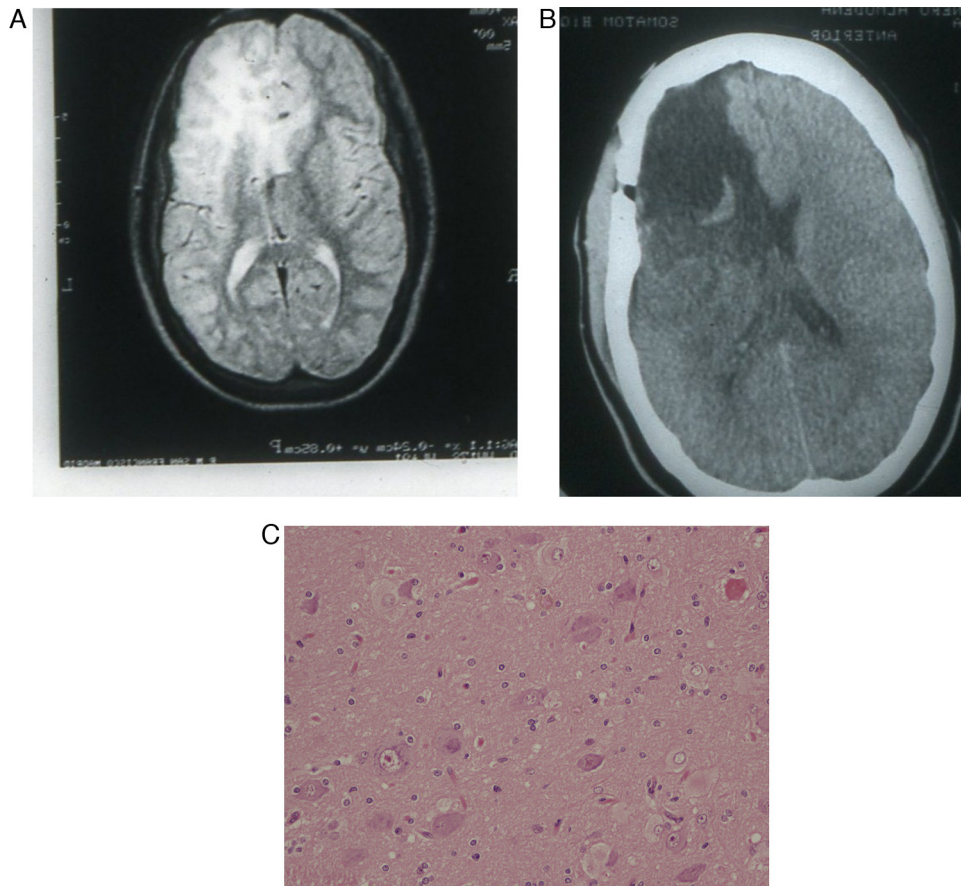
A) Corte axial de la RM en T2 que muestra una voluminosa tuberósidad que ocupa todo el lóbulo frontal derecho, que incluso se extiende a zona medial del lóbulo frontal izquierdo. B) Mismo caso. La imagen postoperatoria de la RM muestra el gran vacío de masa cerebral en la zona anterior del hemisferio cerebral derecho. C) Tinción con hematoxilina-eosina de un corte histológico de la tuberósidad resecada en el que se aprecian diversos tipos de células dismórficas y aumentadas de tamaño, destacando las células balonadas.
